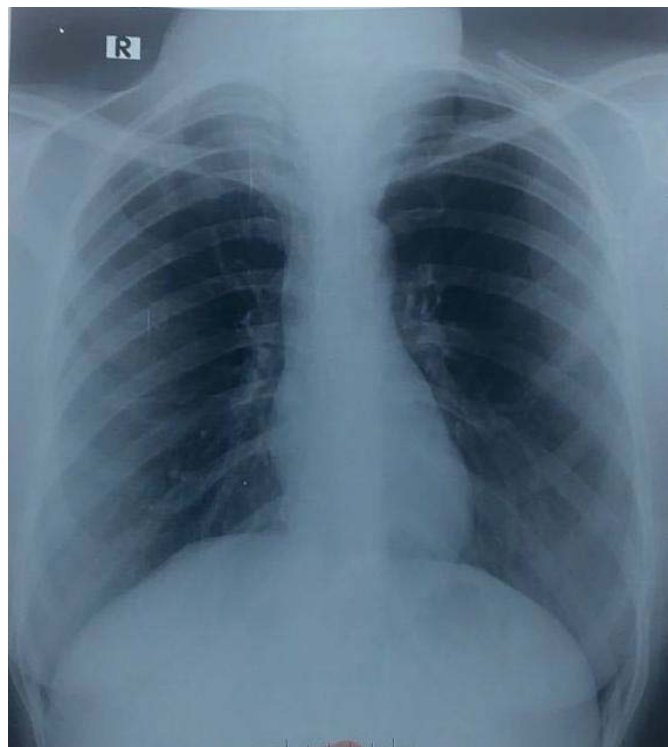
les anomalies objectivées à la radiographie thoracique.
